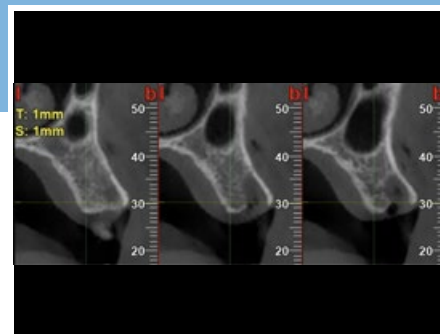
Cross-Section della CBCT dopo estrazione dell'elemento 6.5 e posizionamento di Flex Cortical Sheet 0.5 mm.
